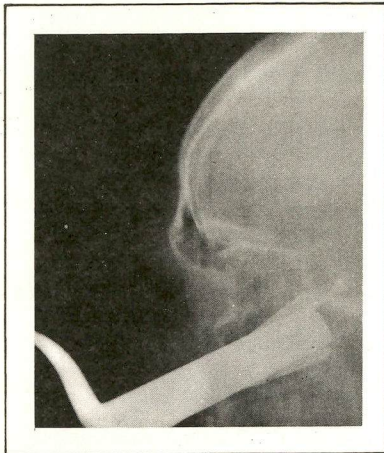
Radiografia de controle per-operatório em perfil. Observar a via de acesso trans-naso-esfenoidal.
